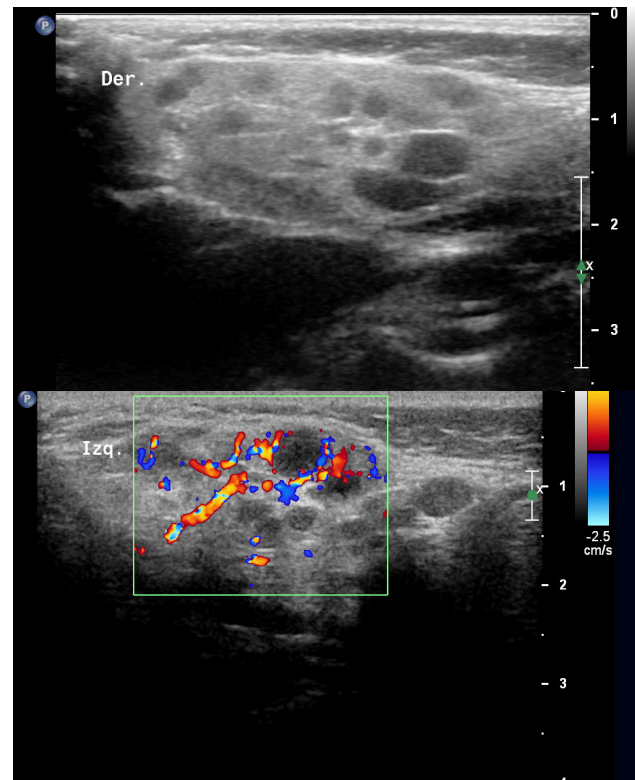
Ecografia de paròtides. Signes ecogràfics de parotiditis crònica bilateral sense detectar-se litiasis ni lesions sòlides
